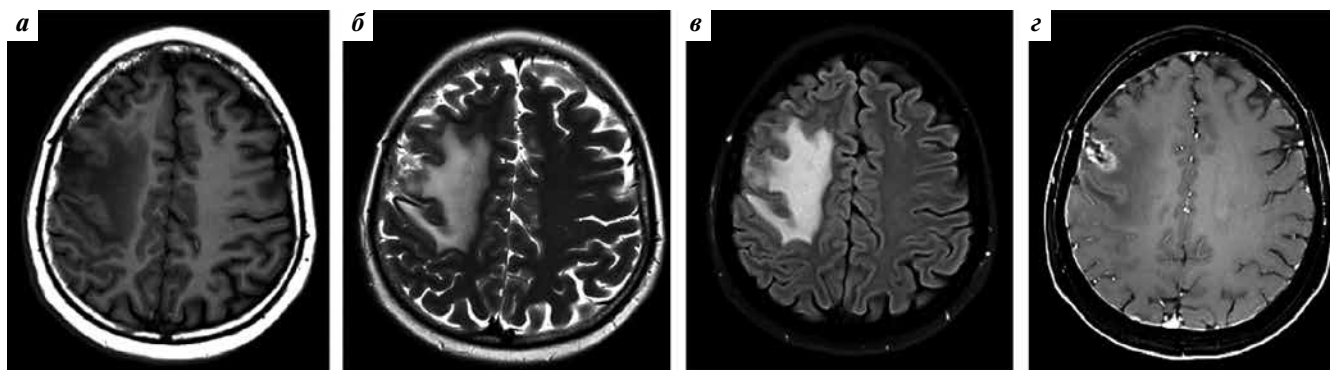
Магнитно-резонансная томография головного мозга пациентки Б. от 19.06.2014 в режимах T1-взвешенных изображений (ВИ) (а), T2-ВИ (б) и T1-ВИ после внутривенного контрастирования (в, з). Увеличение очагового образования в правой лобно-теменной области, накапливающего контрастный препарат по периферии, и увеличение выраженности перифокального отека
